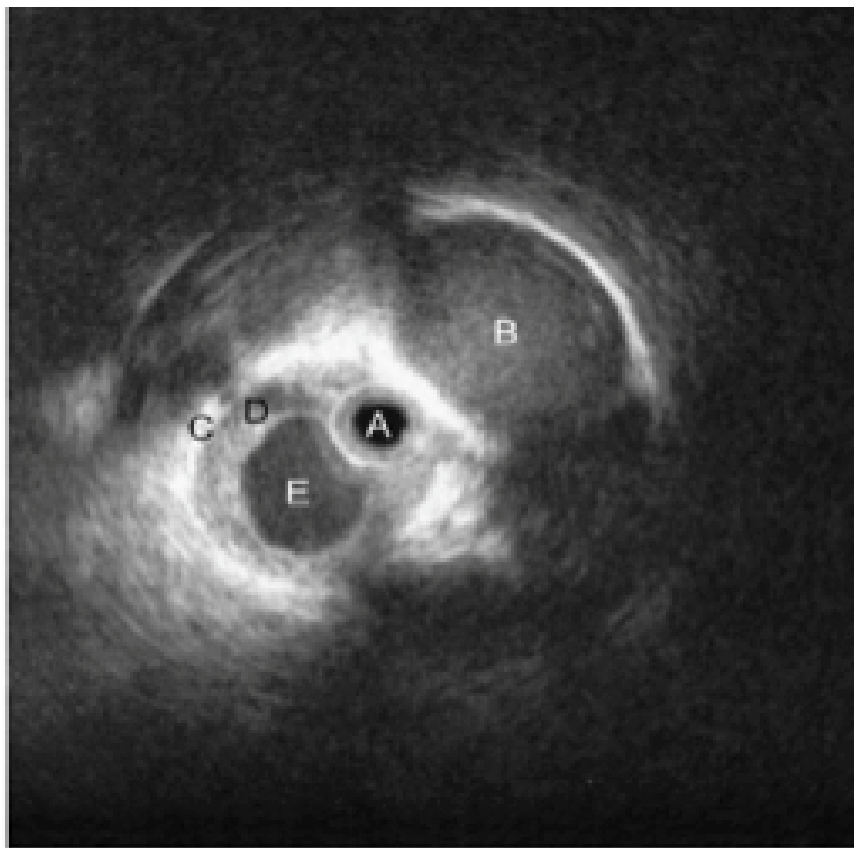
balayage échocytoscopique montrant la sonde échographique (A), la lésion kystique dans le foie (B), la paroi de la voie biliaire (C), la lumière de la voie biliaire (D), et la lésion kystique dans la voie biliaire (E) [90]
